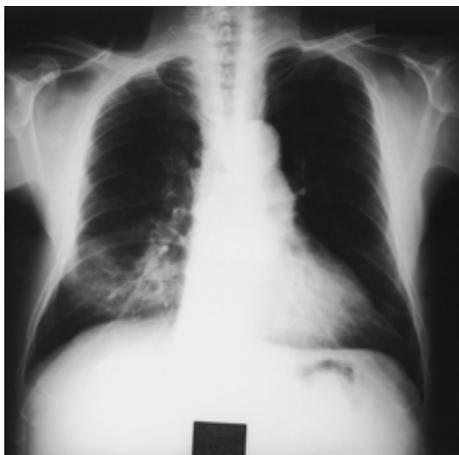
Chest X-ray film on admission, showing infiltrative shadow in lower field of the right lung( Patient 3 ).
